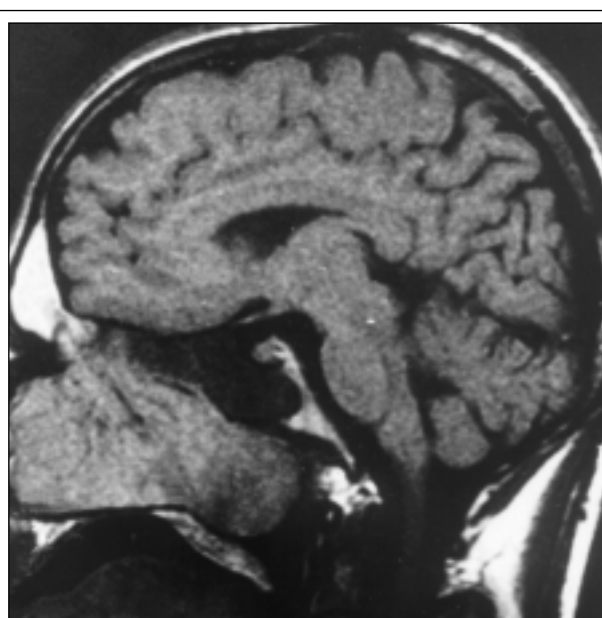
Томограмма лицевого скелета больного Ю. Сагиттальная проекция
